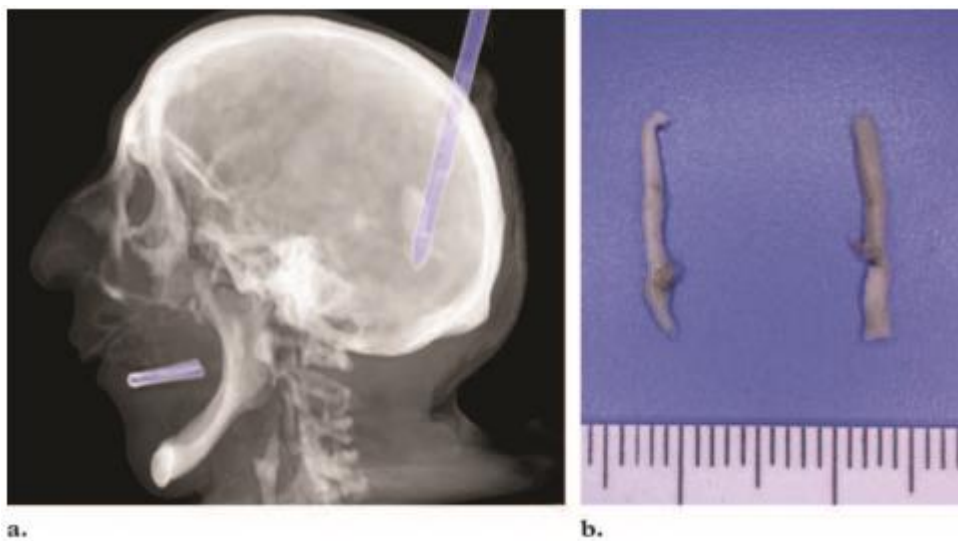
Biopsia guiada por imágenes postmortem. (A) La imagen de 3D-TC lateral izquierda representa claramente una aguja de biopsia que se insertó en el cerebro a través de un orificio perforado en el cráneo. El objeto de coloración lineal en el lado derecho de la prenda dentaria. (B) La fotografía muestra muestras cerebrales extraídas que se usaron para tinción histológica⁸.
